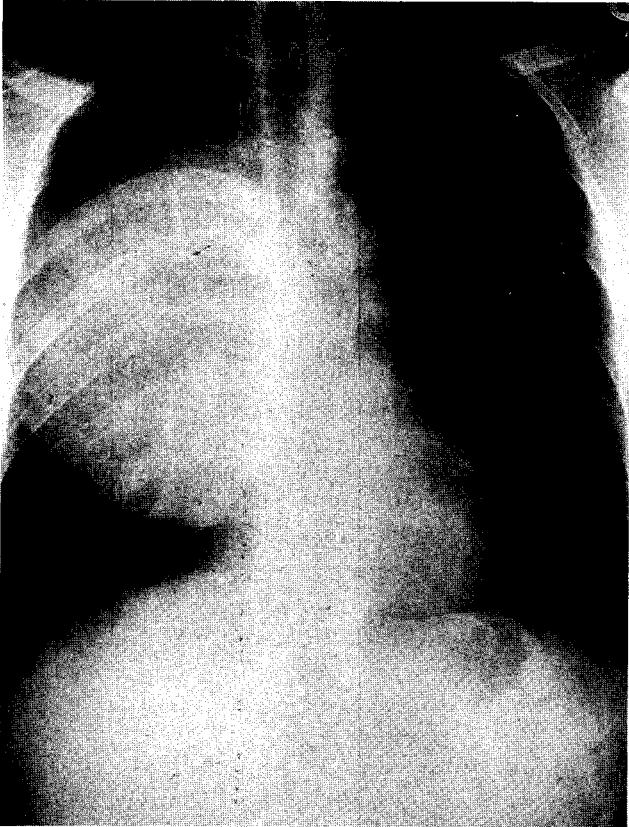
Preoperative chest x-ray demonstrating mass lesion sized 17×10 cm in right hemithorax.
